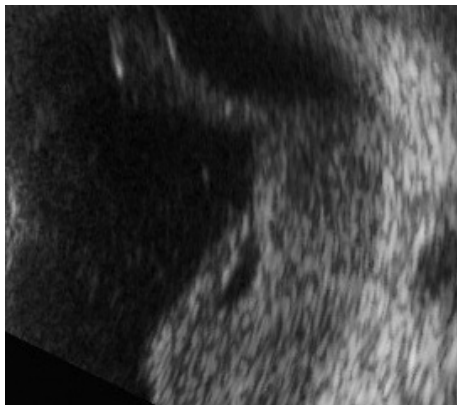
放射線治療開始31日後の超音波検査Bモード
